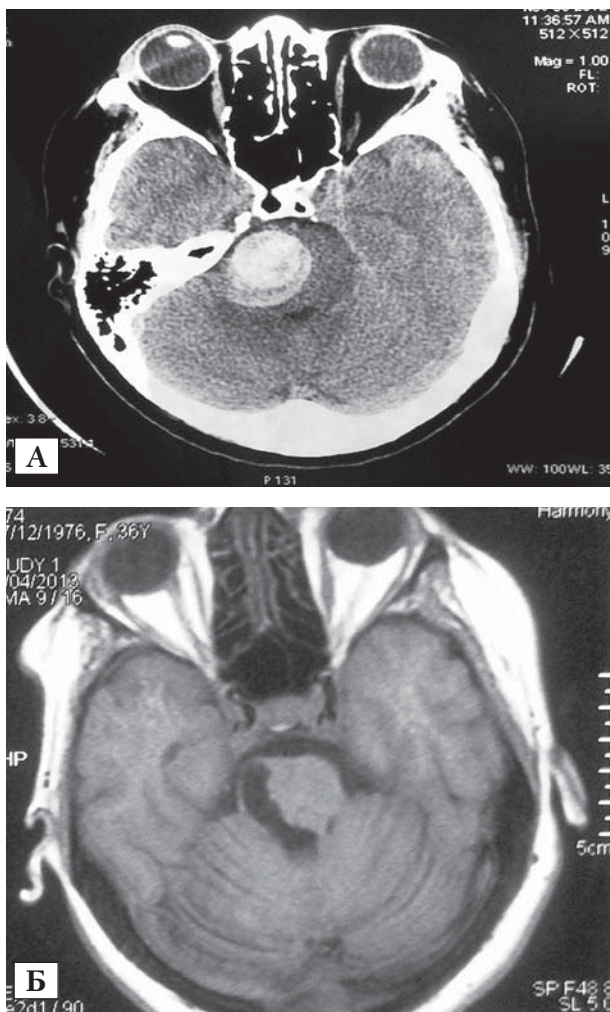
МРТ головного мозку в аксiальній та фронтальній проекцiях хворої Р. з розривом КА СГМ (правої половини моста та нiжки мозку) i гематомою СГМ до операцiї (А) та через 4 мiс пiсля операцiї (Б)
